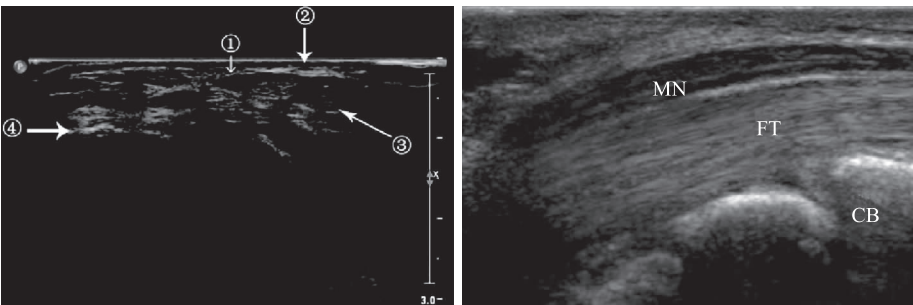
高频超声检查显示正常腕管中正中神经横切面(左)和纵切面(右) ①为正中神经; ②为腕横韧带; ③为屈肌腱; ④为腕骨; MN 为正中神经; FT 为屈肌腱; CB 为腕骨
